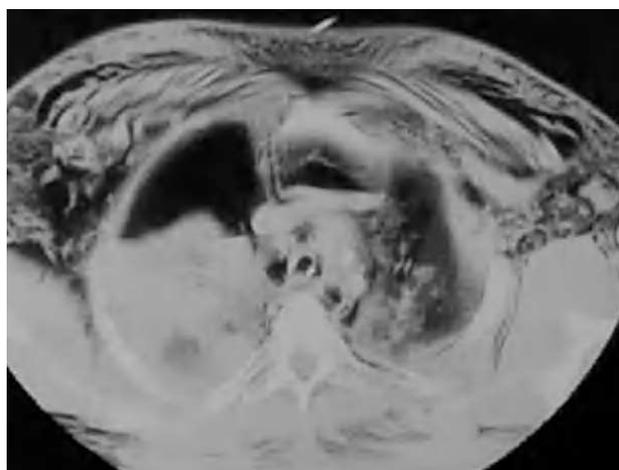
Tomografía computarizada de tórax del caso 10, que presentaba una lesión bronquial traumática. Se trasladó al paciente desde un hospital secundario y se le trató quirúrgicamente sin resección pulmonar. En este caso el tratamiento inicial se intentó sin reparación bronquial con medidas conservadoras, pero el aumento del enfisema subcutáneo, el neumotórax traumático y la atelectasia de pulmón derecho casi completa obligaron a la realización de reparación plástica bronquial.
